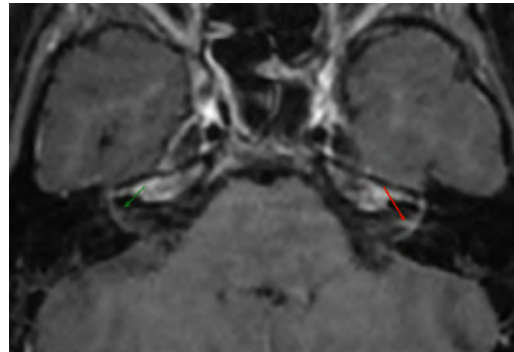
IRM des conduits auditifs internes en séquence T1 avec injection de gadolinium montrant une légère prise de contraste de la 1^{ère} portion du nerf facial gauche (flèche rouge)
